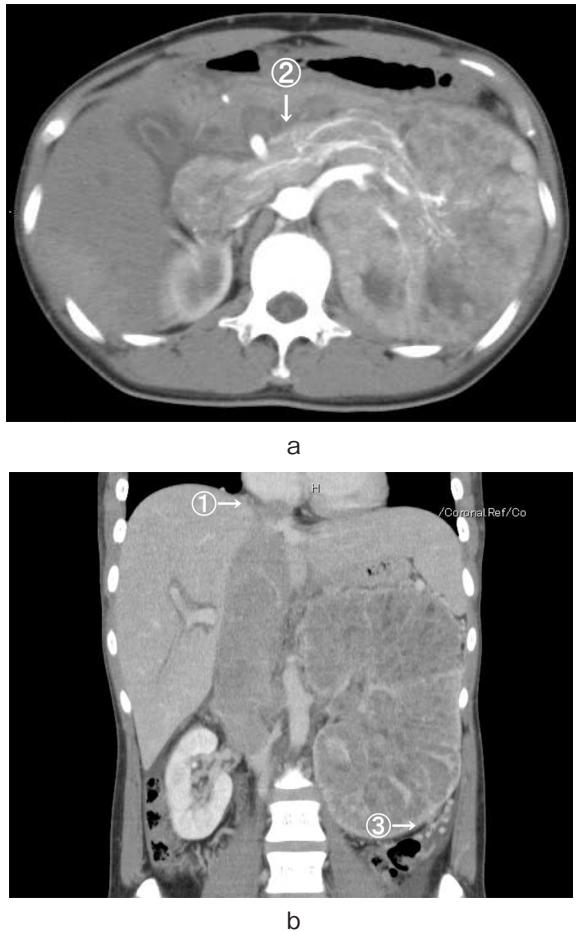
CT showed a huge left tumor with intracaval tumor thrombus. The tumor thrombus was extended into the right atrium (①→). The left renal vein was expanded 3.5cm in diameter by the tumor thrombus (②→). The tumor was surrounded by the tortuous dilated capsular vein (③→).
